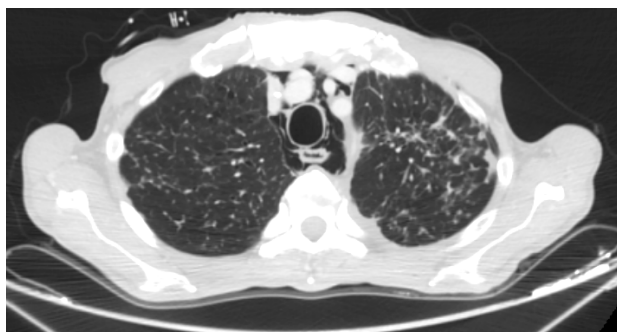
TC di rivalutazione dopo tre mesi di terapia.
